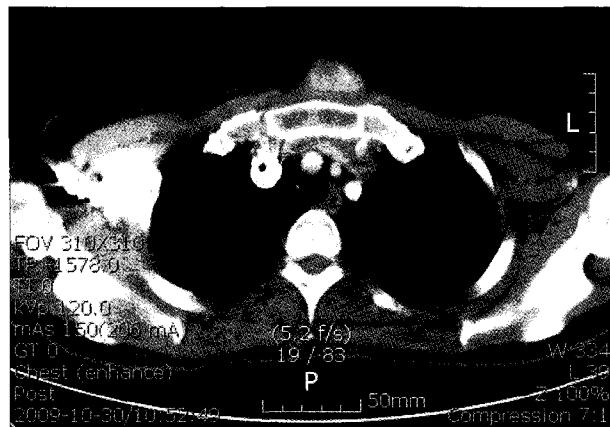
Chest CT. Well enhanced soft tissue mass in front of manubrium is seen. No bony destruction in adjacent area is seen.
